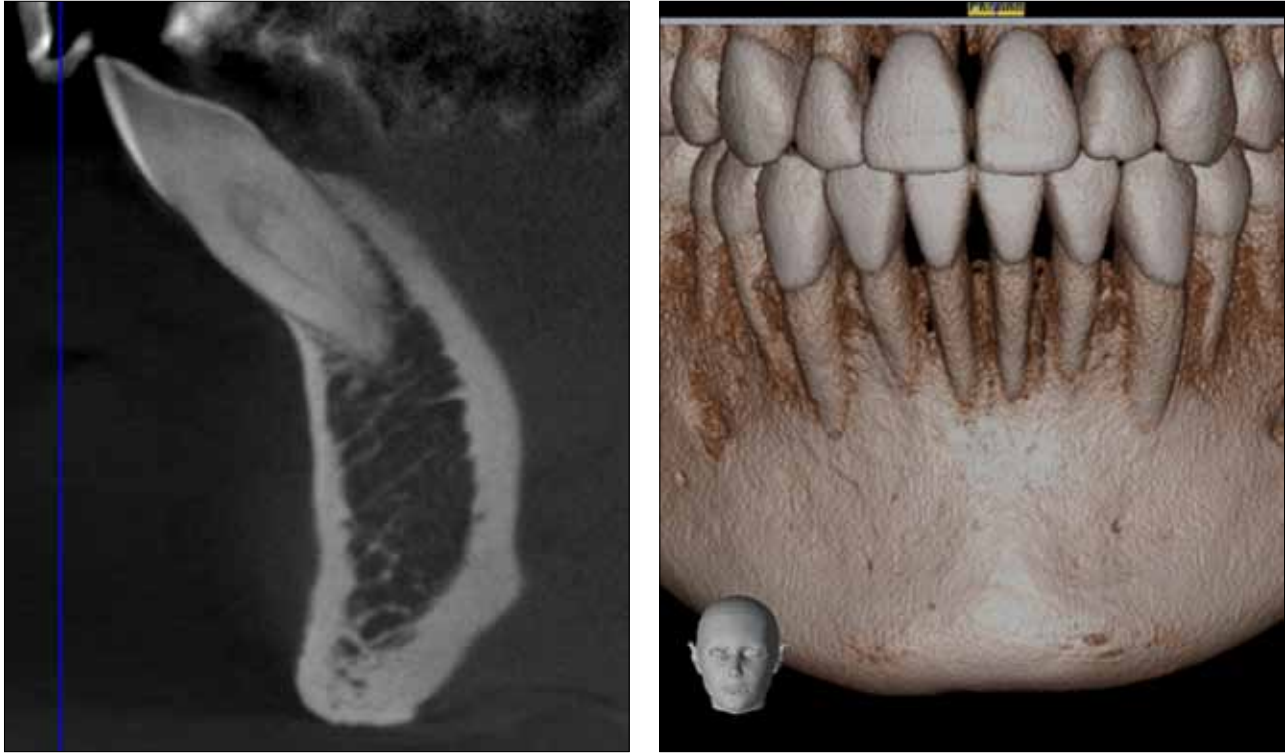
Changes in tooth position on the DVT x-ray images. The teeth are almost completely moved out of the bone into position.
